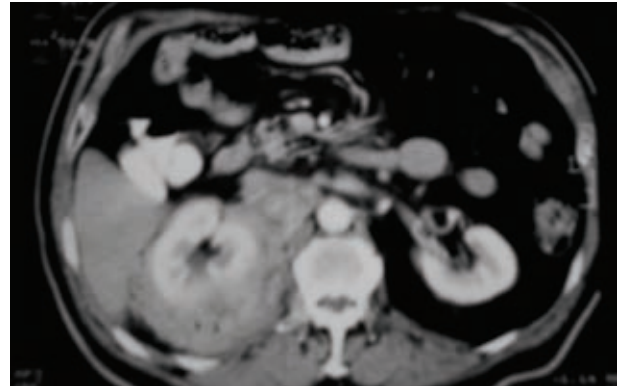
Tomografía axial computada de abdomen contrastada.
